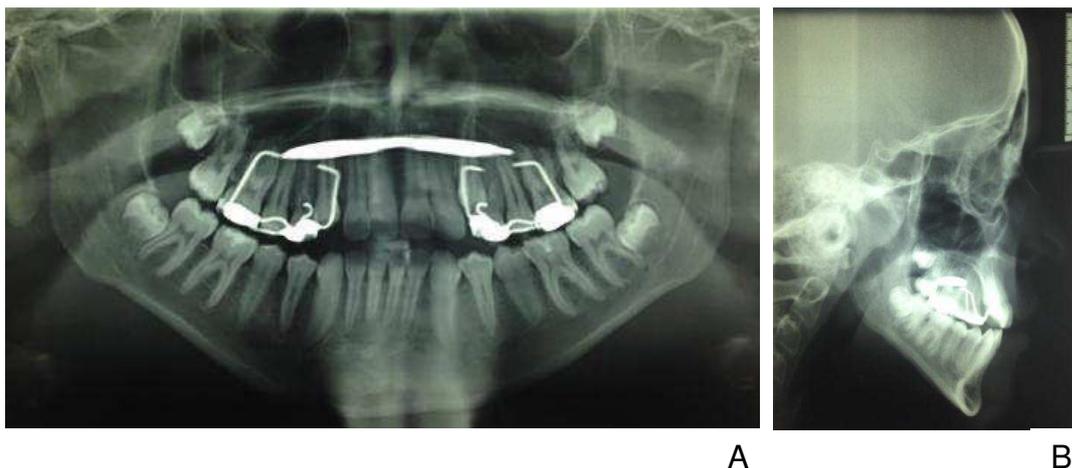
Radiografias finais. A – Panorâmica. B – Telerradiografia Lateral.
